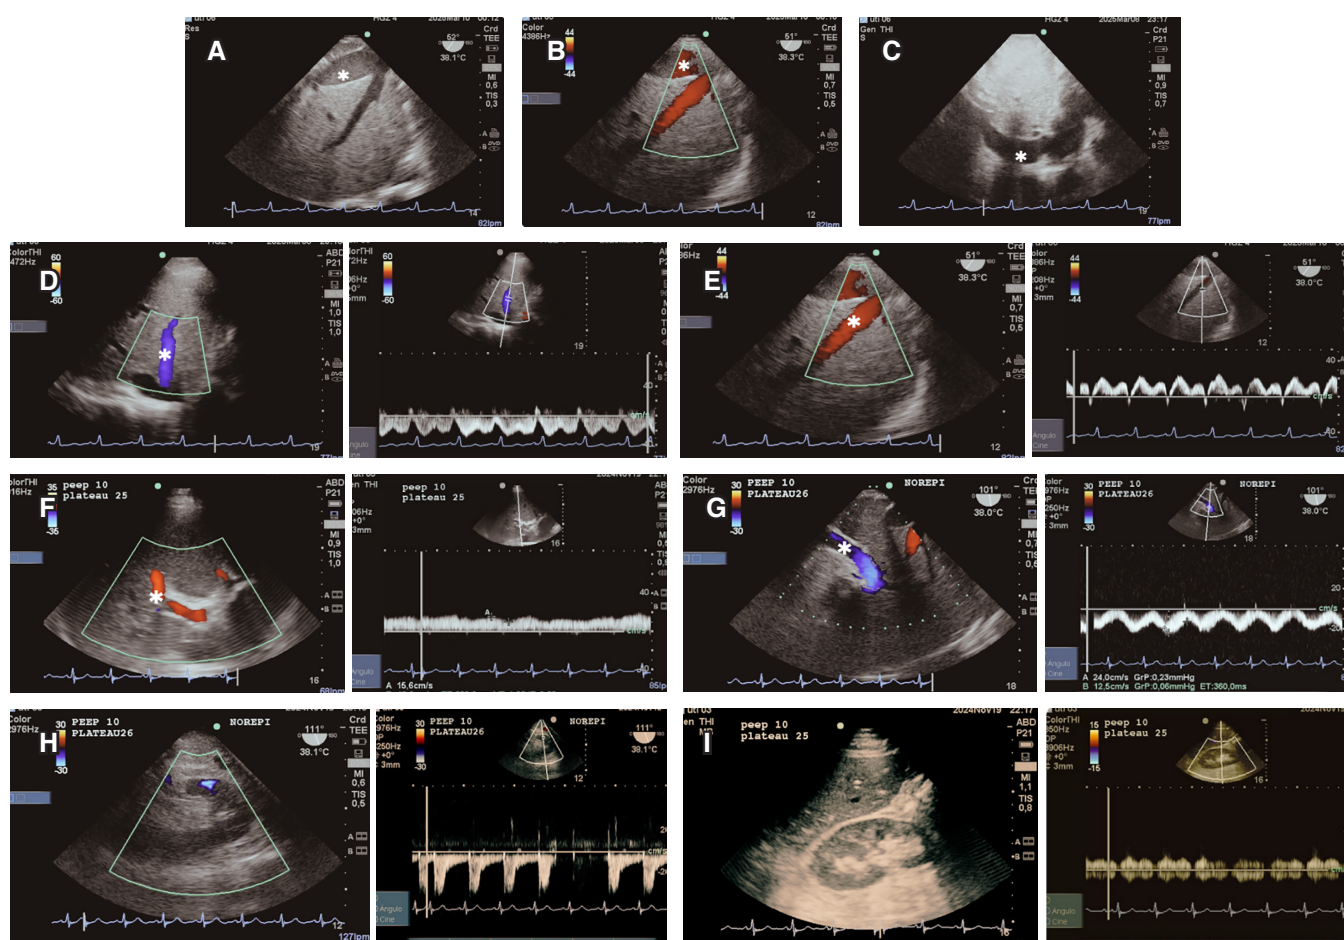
Imágenes correspondientes al VExUS abordaje abdominal y por ETE. A) Vena cava inferior [VCI] (*) por ETE. B) VCI (*) por ETE aplicando Doppler color, el cual se observa de color rojo por la dirección del flujo hacia el transductor o hepatofugal. C) VCI por ventana subcostal (*). D) Vena hepática (*) por abordaje abdominal, aplicando Doppler color se observa de color azul por el flujo que se aleja del transductor contrario al abordaje por ETE. E) La VH (*) se observa en color rojo hepatofugal. La vena porta por abordaje abdominal (F) se observa de color rojo al Doppler color y azul por ETE flujo hepatopetal (G). El riñón izquierdo por ETE (H), el trazo del Doppler espectral de los vasos intrarrenales muestra el flujo arterial por debajo de la línea de base contrario al abordaje abdominal (I).
